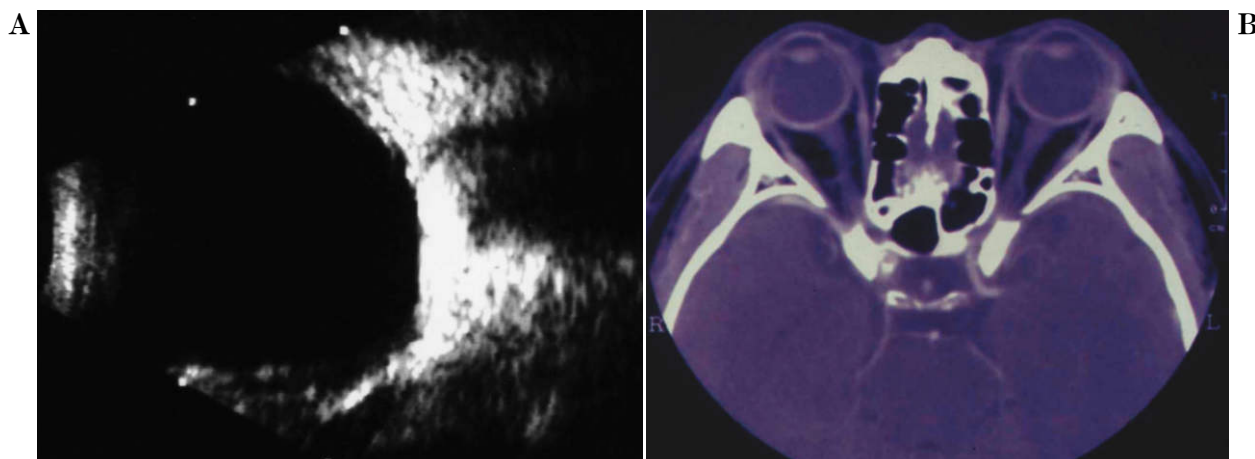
右眼超音波 B モード矢状断(A)と眼窩造影 computed tomography (B)写真。
